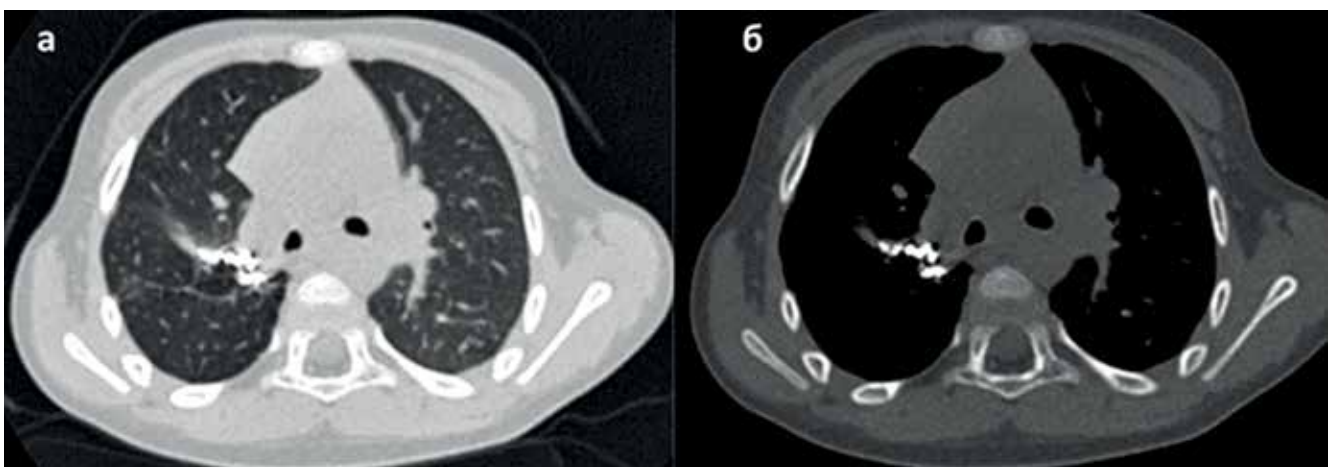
Пациент З., 2 года 8 мес. КТ ОГК от 05.07.2020 г. через 1 год после завершения терапии микобактериоза, легочное (а) и абдоминальное окно (б). Данных за рецидив заболевания нет
